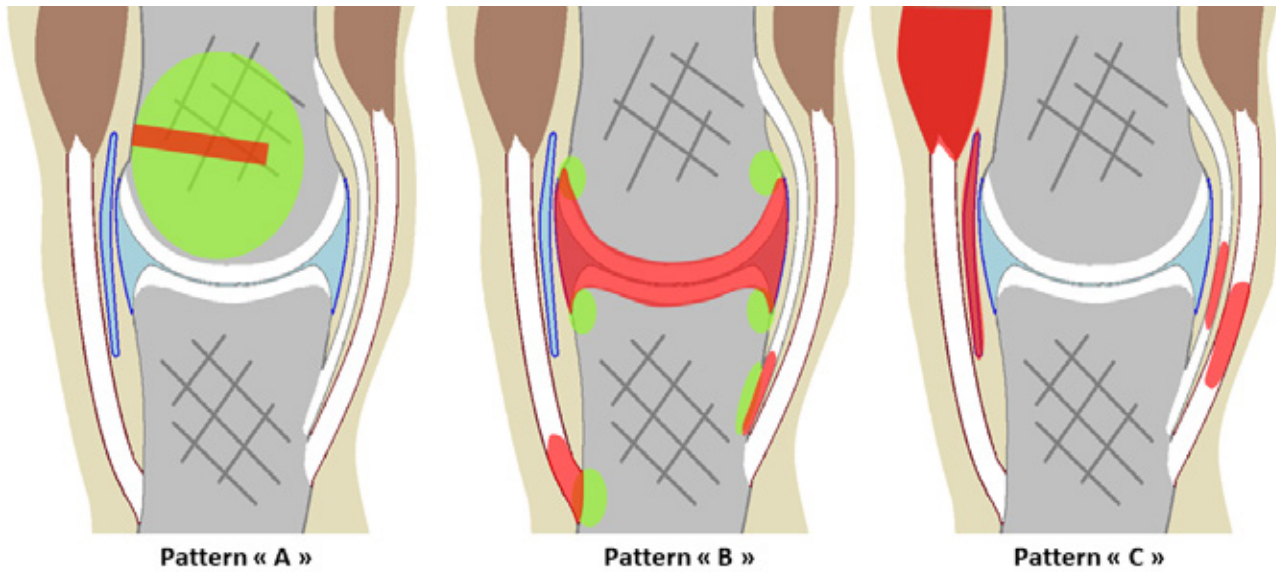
Three patterns encountered using blood pool and late phase SPECT. The areas involved on blood pool SPECT are displayed in red and those involved on late phase SPECT are in green.
